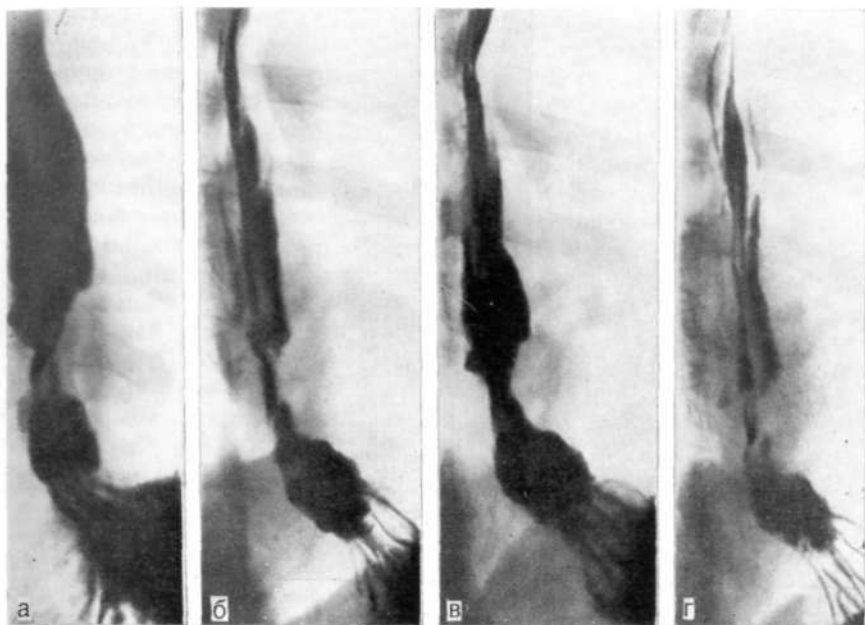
Прицельные рентгенограммы пищевода и верхнего отдела желудка. Фиксированная аксиальная кардиальная грыжа пищеводного отверстия, укороченный пищевод, выраженная картина язвенного эзофагита.
